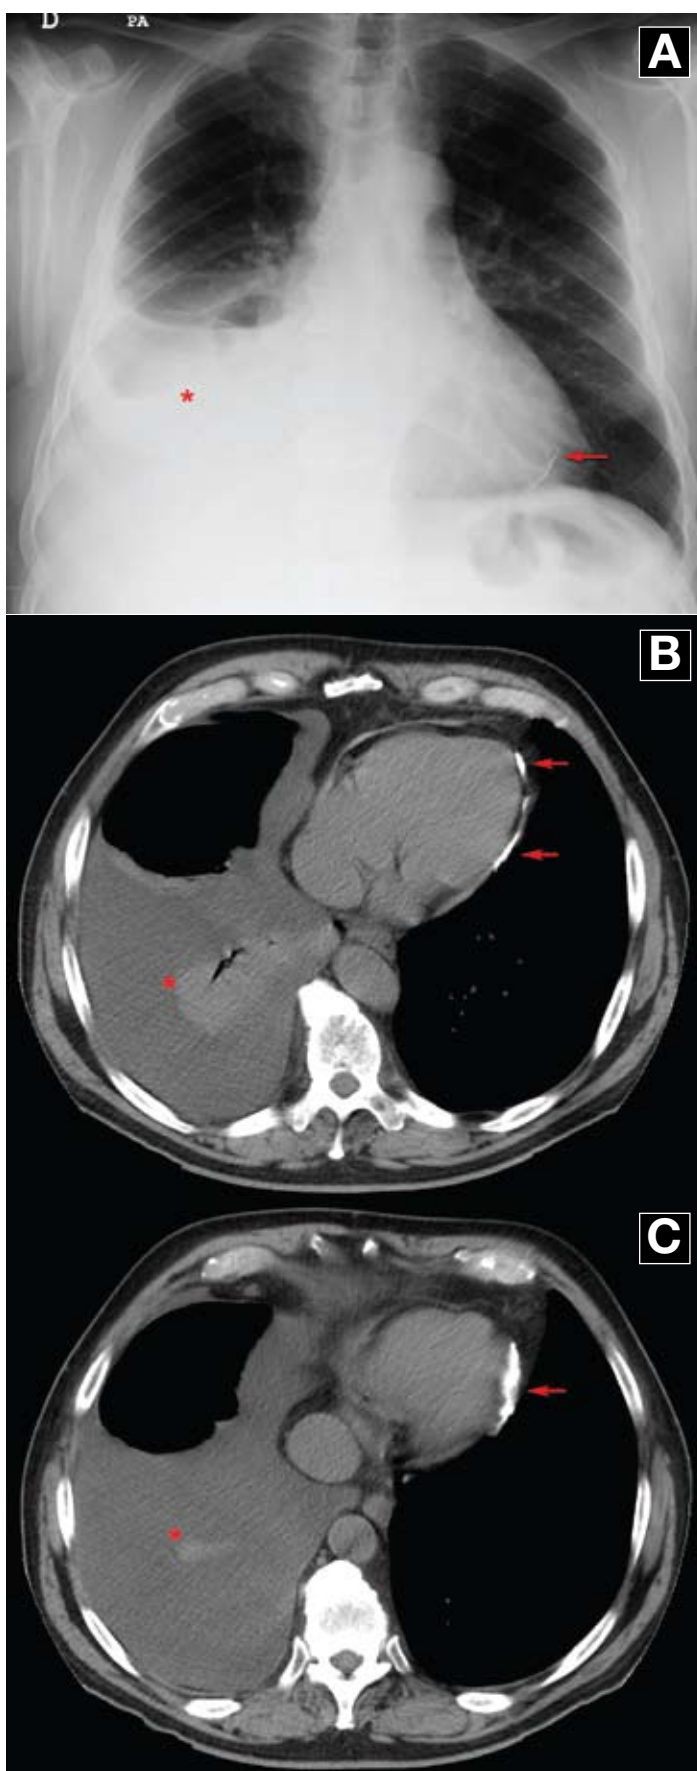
A: Derrame pleural derecho detectado (*). B y C: Calcificaciones pericárdicas (flechas) detectadas en la radiografía de tórax y la tomografía computarizada de control.
